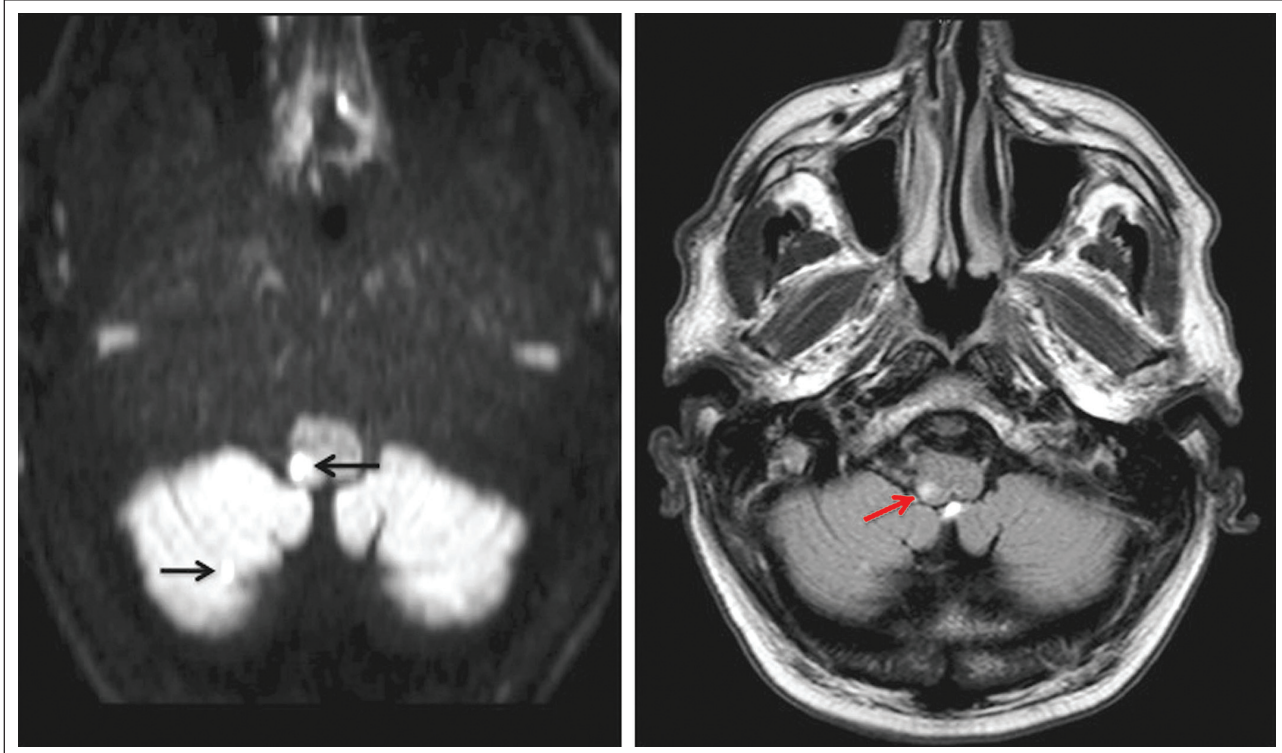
Wallenberg-Syndrom rechts mit begleitendem Kleinhirninfrakt (DWI und Flair-Sequenz) bei Verschluss der Arteria vertebralis rechts und ihrer perforierenden Äste. Mit freundlicher Genehmigung von Primar Univ.-Doz. Dr. R. Knapp, Radiologie, BKH Kufstein.
